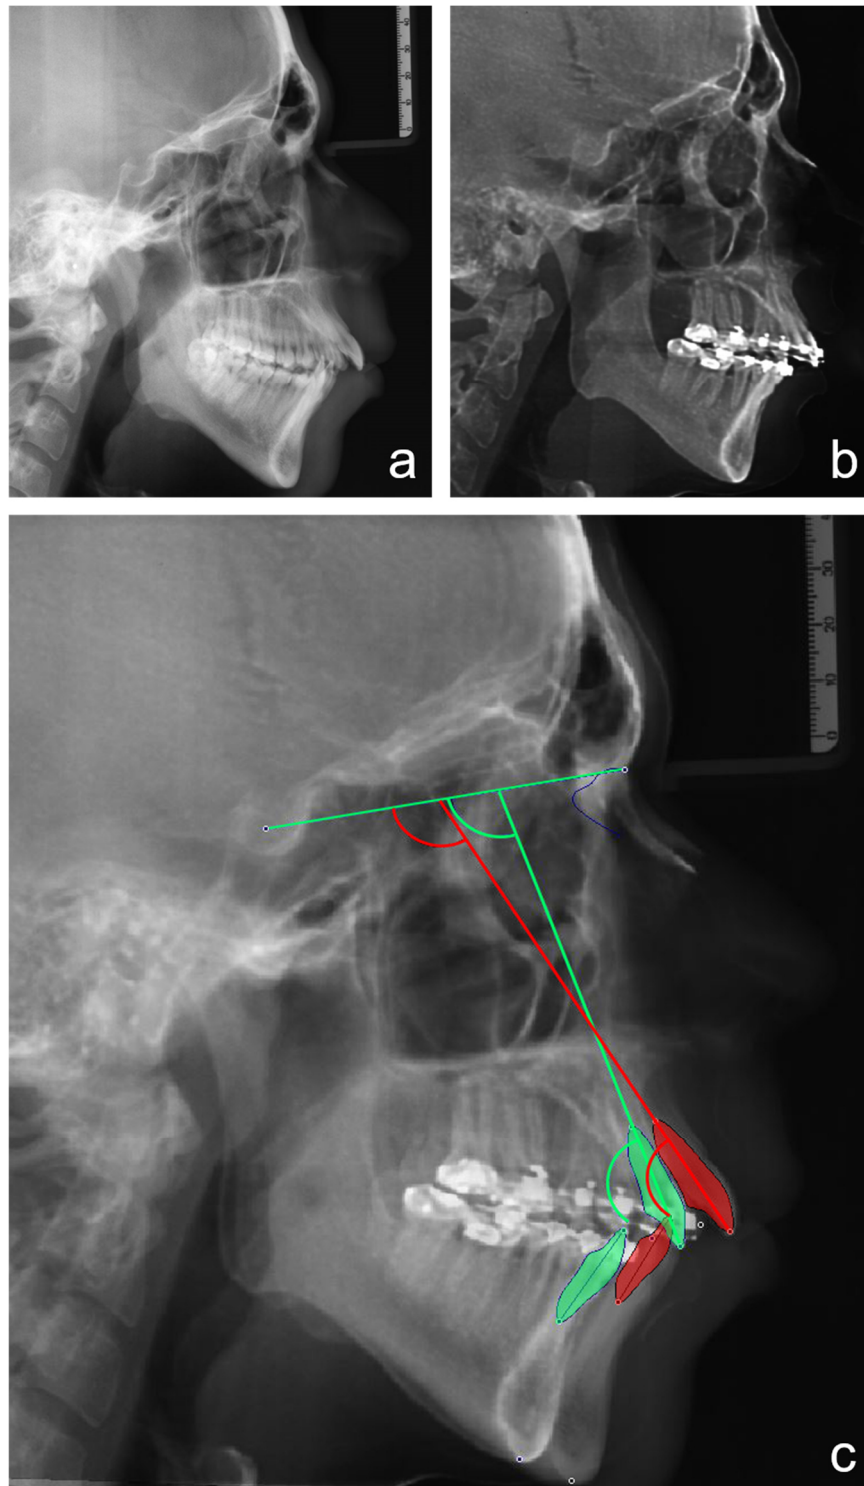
Röntgenbilder eines Patienten mit skelettaler Klasse II/1.
